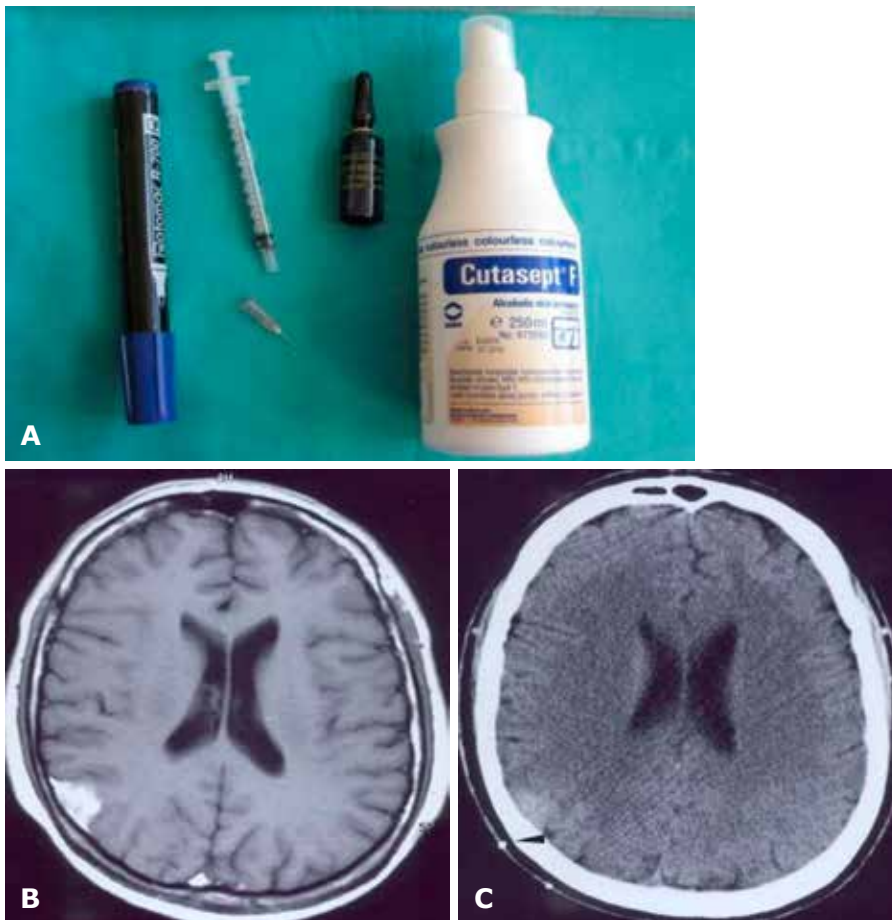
Preoperative craniotomy design. A - needed tools; B - CT scan showing the largest diameter of the lesion; C - CT scan with pinned needle.
